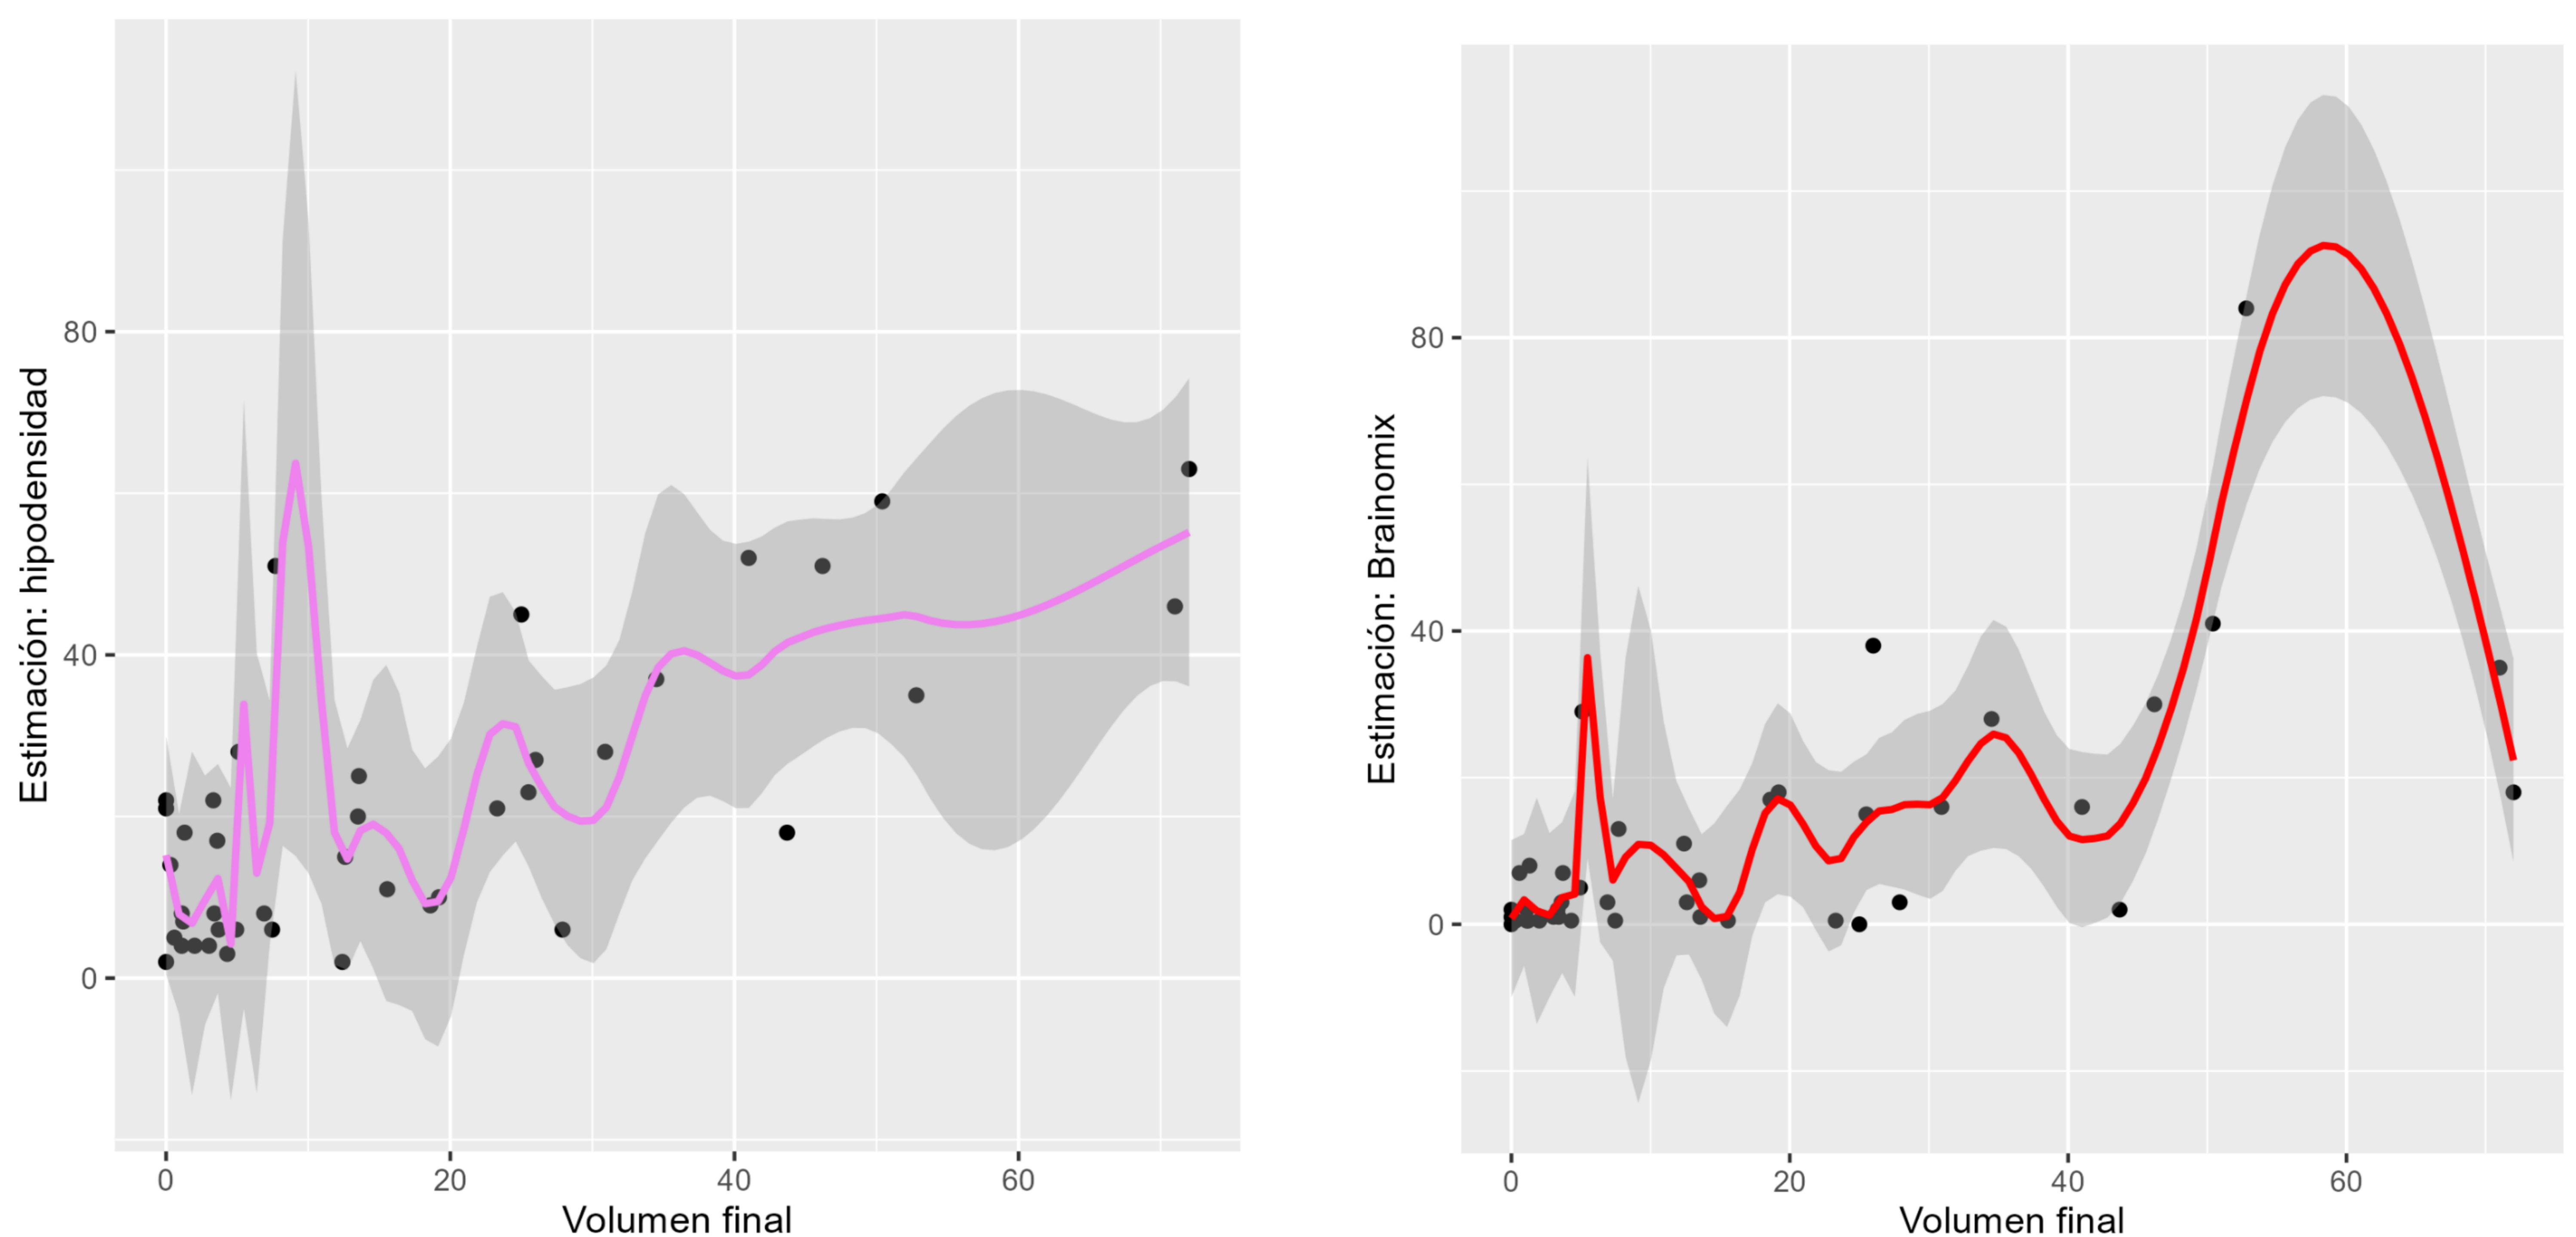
Representación gráfica de la estimación del volumen final de infarto predecido por hipodensidad (derecha) y software de cuantificación de perfusión-Brainomix (izquierda) y el área infartada en pruebas de control (RM-TC). Las líneas continuas y el sombreado gris representan las estimaciones de volumen e intervalos de confianza, los puntos representan el valor de volumen real medido con RM-DWI/TC craneal.
